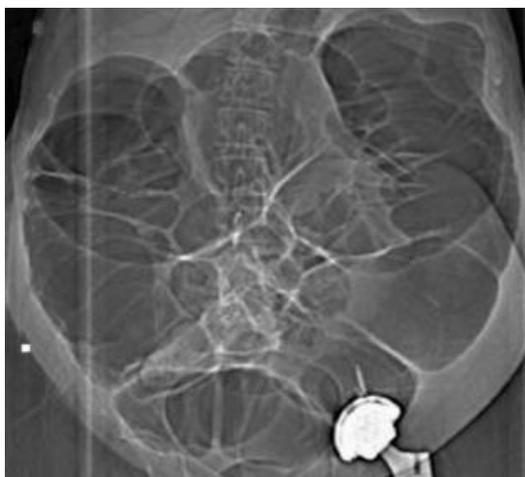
КТ живота у пациентки через 3 дня после эндопротезирования шейки левого бедра демонстрирует кишечную псевдообструкцию.
